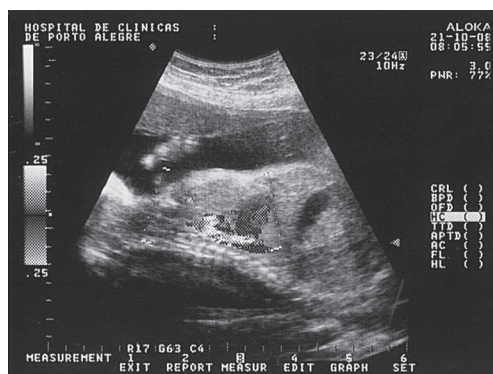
Ultrassonografia: corte longitudinal demonstrando o tórax fetal preenchido em mais de 50% de seu volume pelo coração (displasia esquelética).
